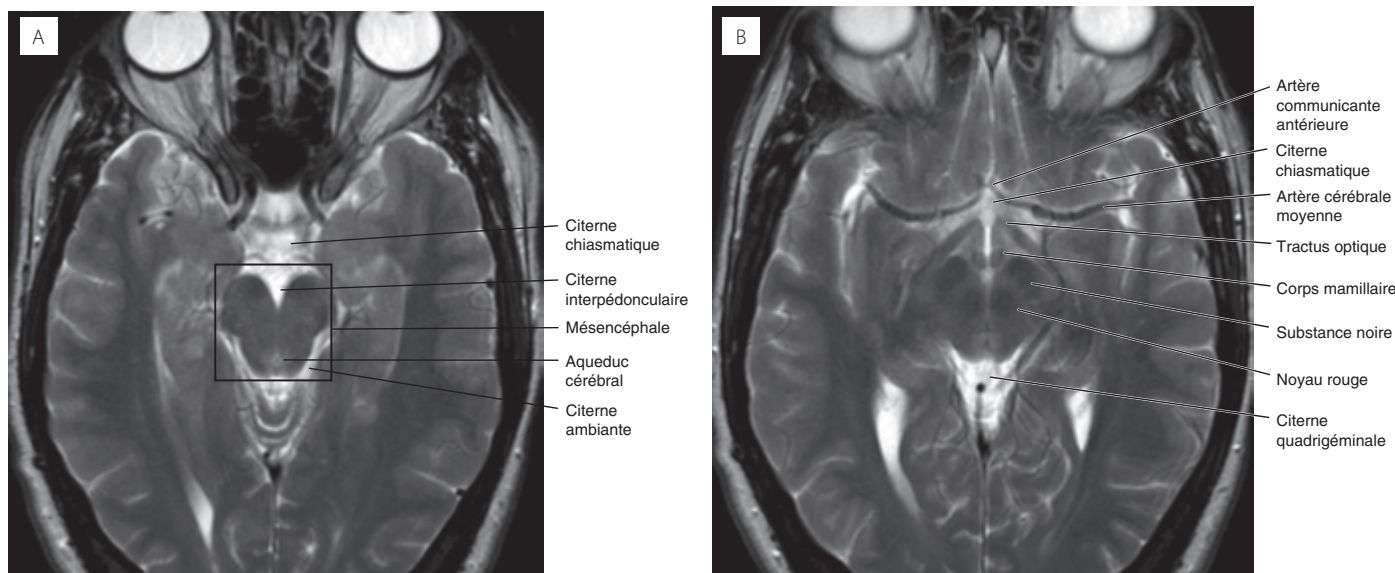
IRM, coupe transversale, pondération T2. Le mésencéphale : (B) est crânial à (A).
